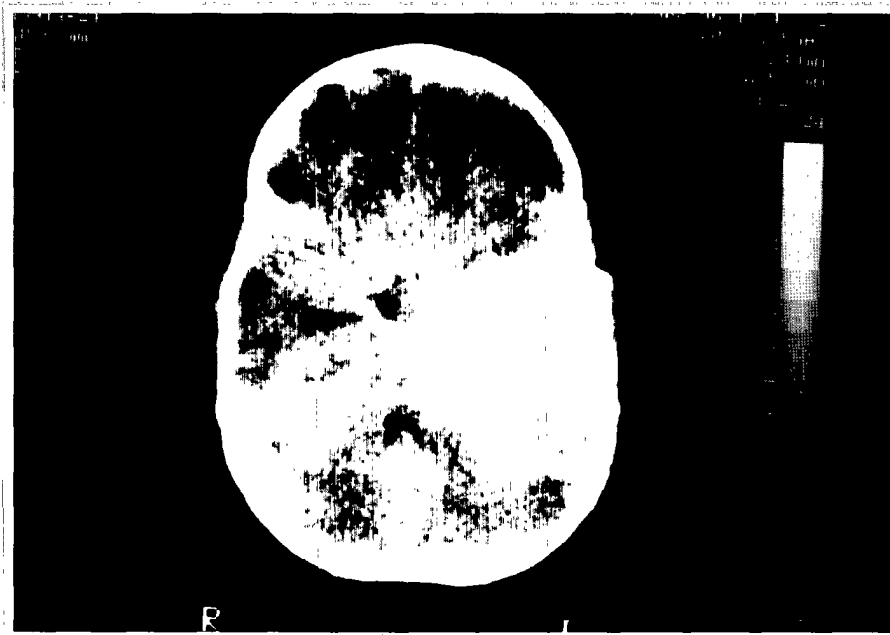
Tomografía axial computarizada craneal que muestra la gran masa tumoral en el área parietotemporal.
